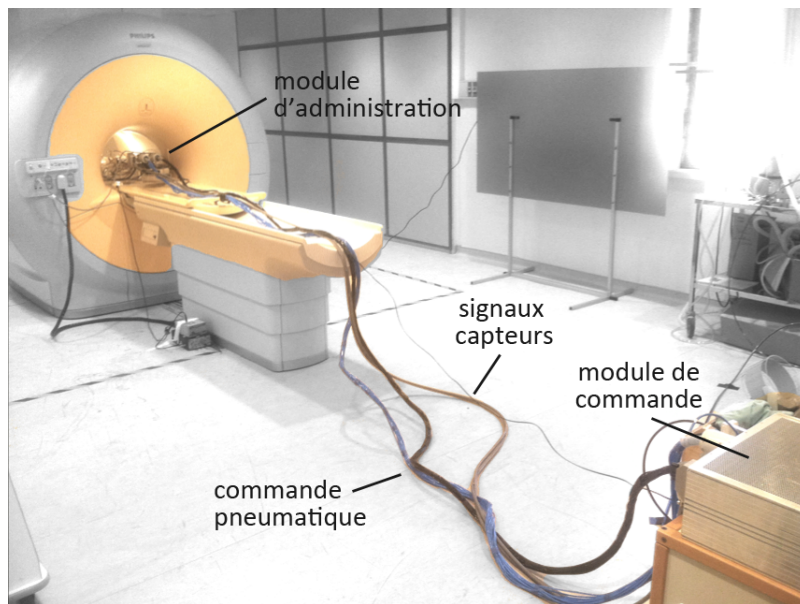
Installation de SAGAS dans l'environnement IRM.
